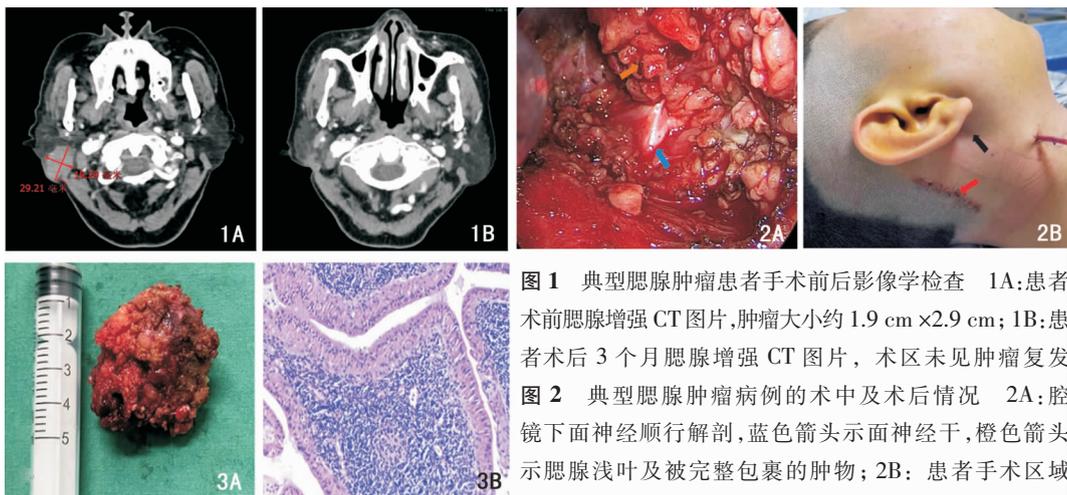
典型腮腺肿瘤患者手术前后影像学检查 1A:患者术前腮腺增强CT图片,肿瘤大小约1.9 cm×2.9 cm;1B:患者术后3个月腮腺增强CT图片,术区未见肿瘤复发
